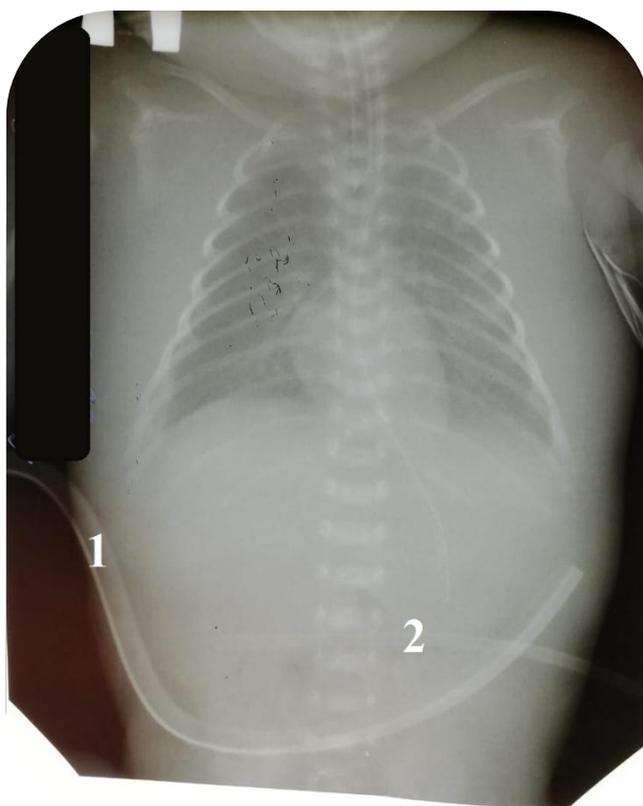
Рентгенологическая картина положения свежеимплантированных дренажей.
